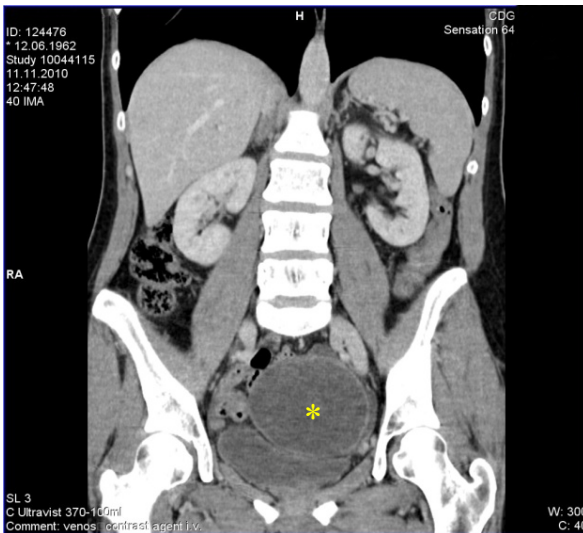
Комп'ютерна томографія (краниальна проекція): кистозне утворення (*) малого тазу
